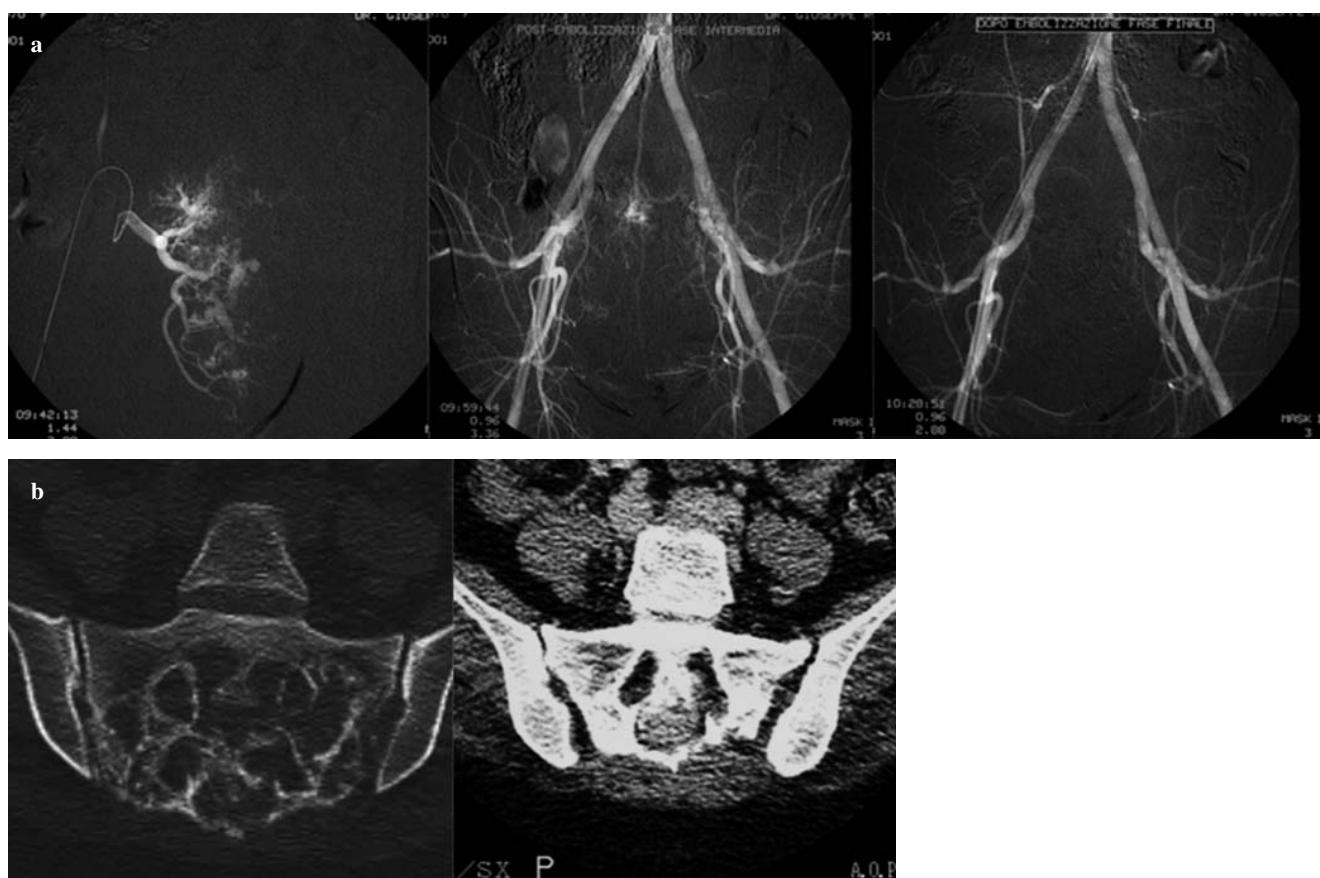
Selective embolisation of haemangioendothelioma of bone of the sacrum of a 25-year-old woman. The feeding arteries originated from the right internal iliac artery (*left*) and the middle sacral artery (*centre*). Postembolisation angiography (*right*) showed complete occlusion of the tumour vessels. No further treatment was applied. b At 10 years, computed tomography shows ossification of the lesion without evidence of local recurrence. The patient is asymptomatic.
